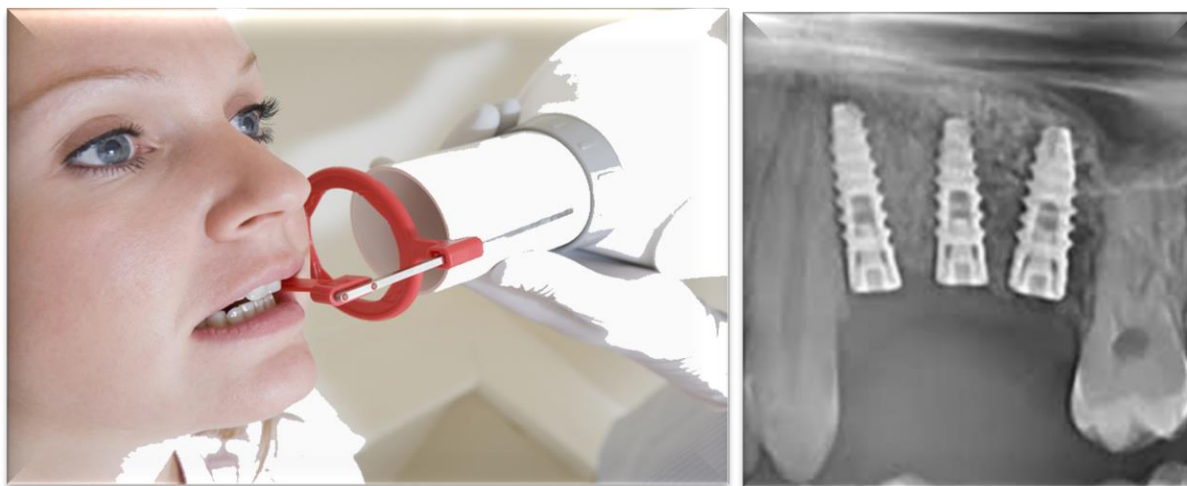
Radiografia retrolaveolară standardizată
